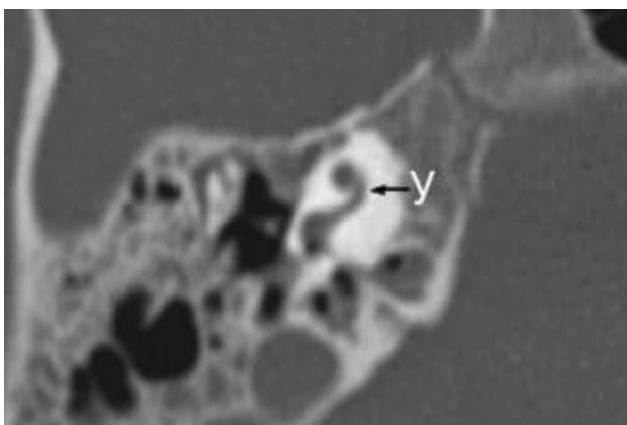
МСКТ височной кости и 3D моделирование внутреннего уха: ГУ– IV
